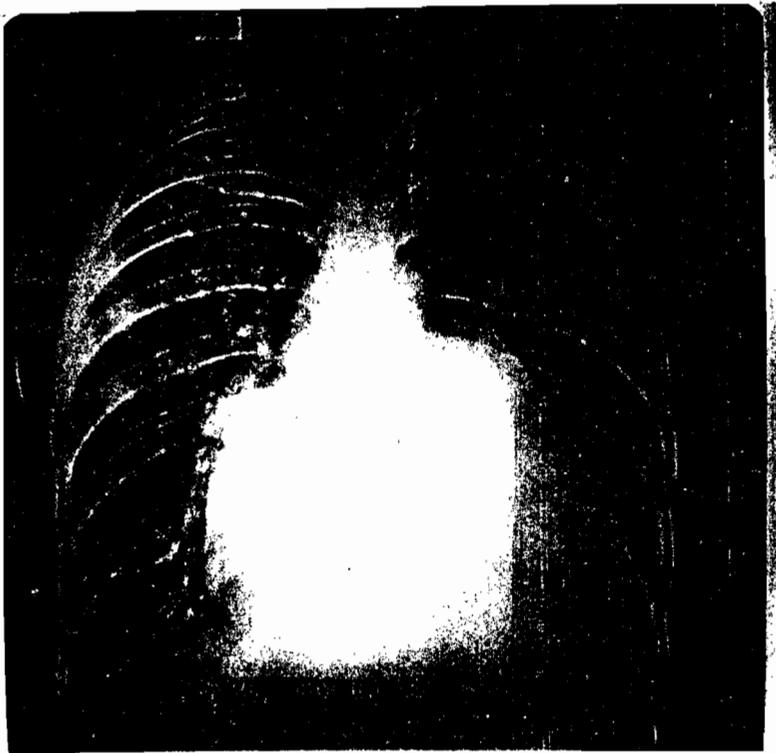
Radiographie pulmonaire de face.
